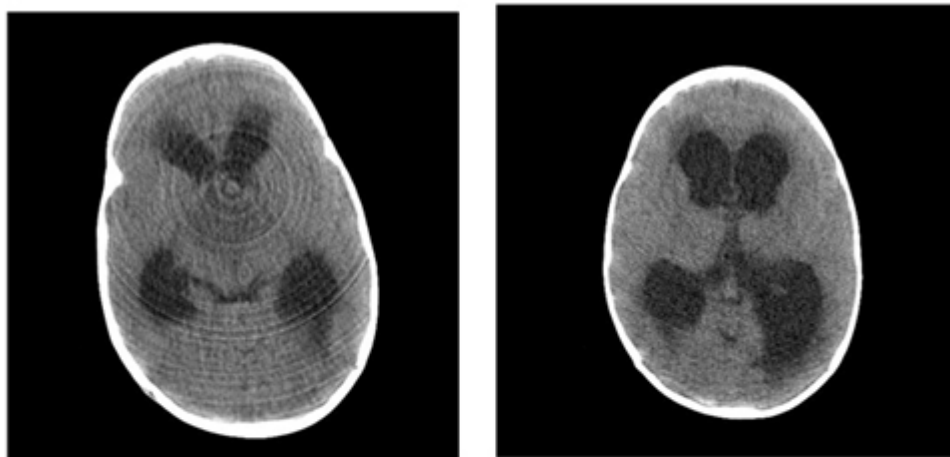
A, B. Imágenes de tomografía axial computarizada (TAC) realizadas a la primera paciente. La A muestra dilatación ventricular y edema periventricular antes de ser derivada. La B fue realizada después de derivada.
